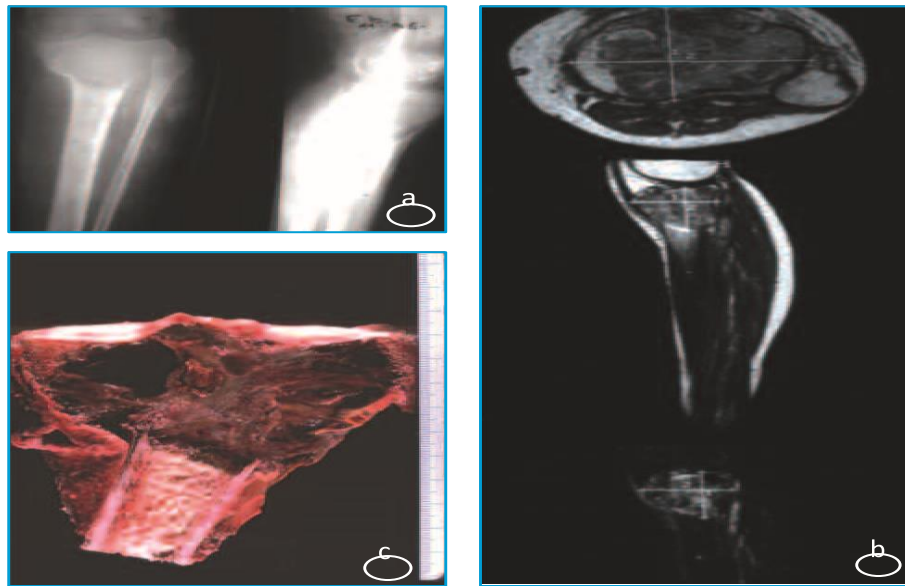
Radiographies (a) et IRM (b) d'un ostéosarcome télangiectasique du tibia proximal montrant la localisation métaphysoépiphysaire et l'aspect très lytique de cette tumeur. c) Coupe frontale d'une pièce de résection d'un ostéosarcome télangiectasique d'un fémur distal. Cette image permet de visualiser les larges lacunes vasculaires.
